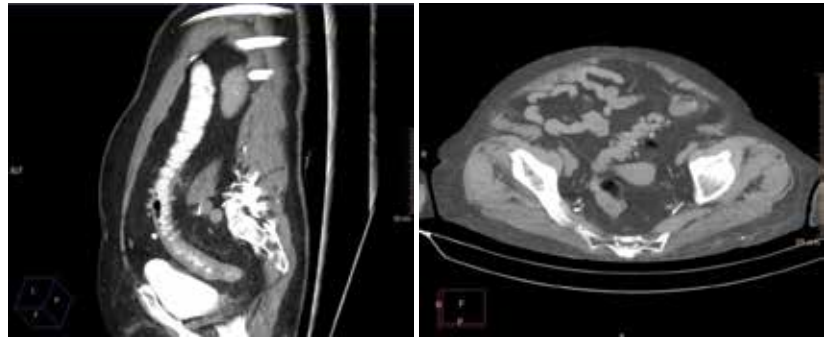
КТ-картина перфорации дивертикула сигмовидной кишки
